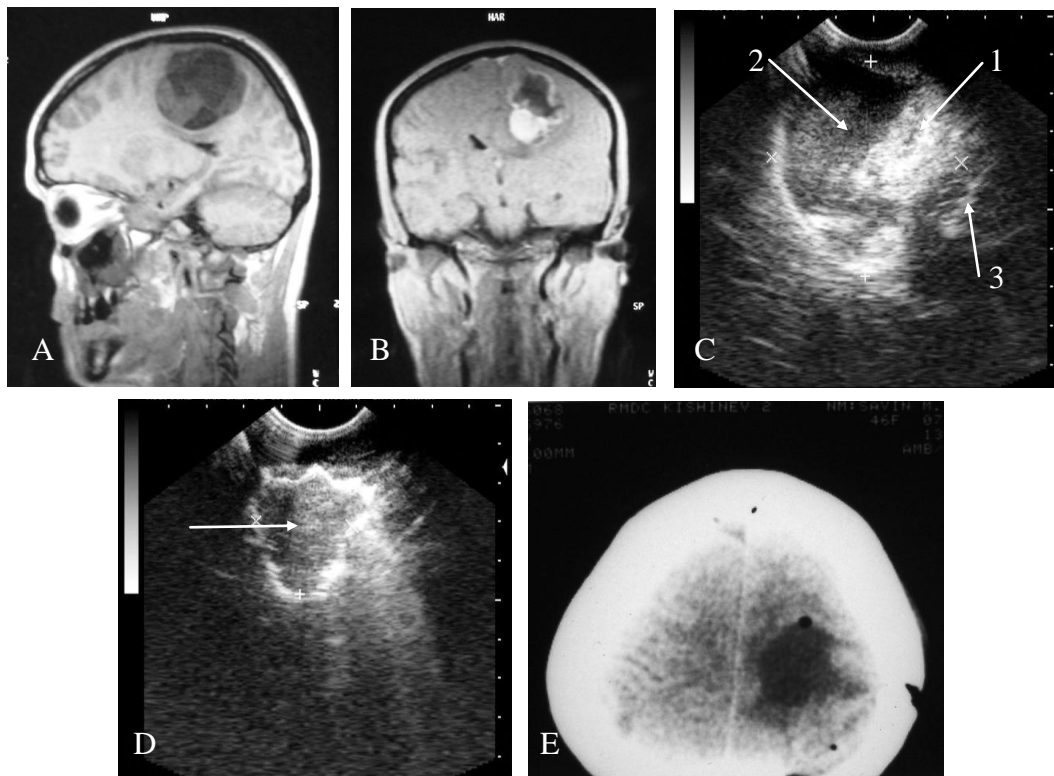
Formațiuni de volum în regiunea parietală pe stînga: A - IRM nativă sagitală; B - IRM cu contrast coronariană; C - USIO transcorticală: 1 - component solid, 2 - component chistic, 3 - coasa cerebrală; tumoarea este accesată printr-un abord non-proiecțional prin lobulul parietal inferior și ulterior este ablatată în întregime. Transductor 5,0 MHz; D – USIO, cavitate postrezețională; E - CT de control: stare după ablația tumorii parietale stînga, țesut tumoral nu se determină.
